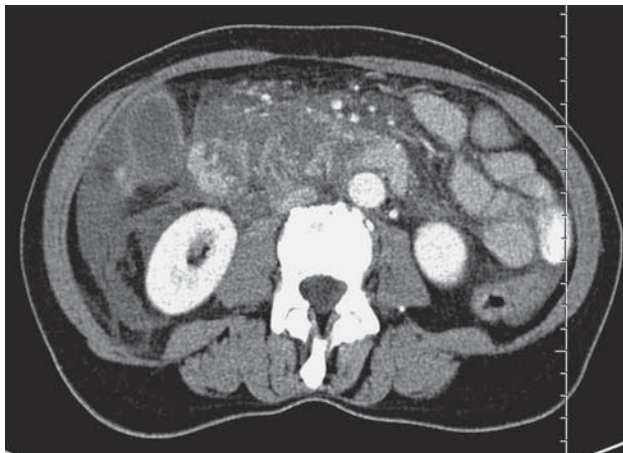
КТ-изображение острого панкреатита. Выраженное увеличение размеров поджелудочной железы в области головки и тела. Контуры железы нечеткие, неровные, слабо дифференцируются на фоне окружающей инфильтрированной жировой клетчатки. Структура железы выражено неоднородная за счет наличия очагов некроза, остающихся гиподенсными при контрастировании.
